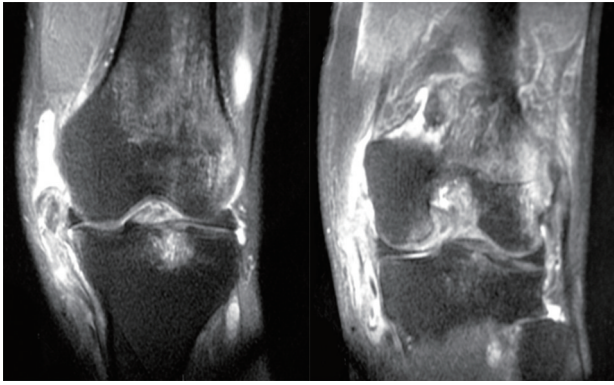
术前冠状位MRI提示MCL完全撕裂,股骨侧撕裂
